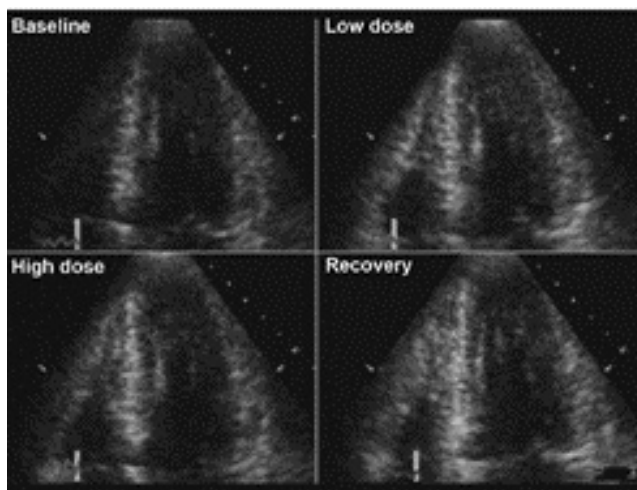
Eco stress. Apical 4 cámaras. Reposo y esfuerzo.
